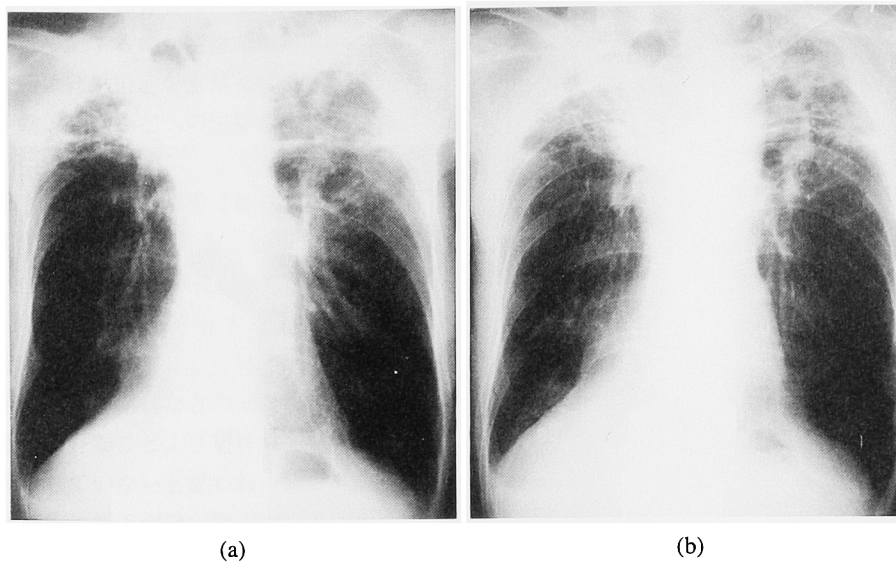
Chest radiograph (a) on first admission (June 1990) showing an infiltrative shadow in both upper lung fields. Chest radiograph (b) after therapy with antituberculous and antifungal drugs for 15 months (October 1991), showing decreased infiltrative shadow.
